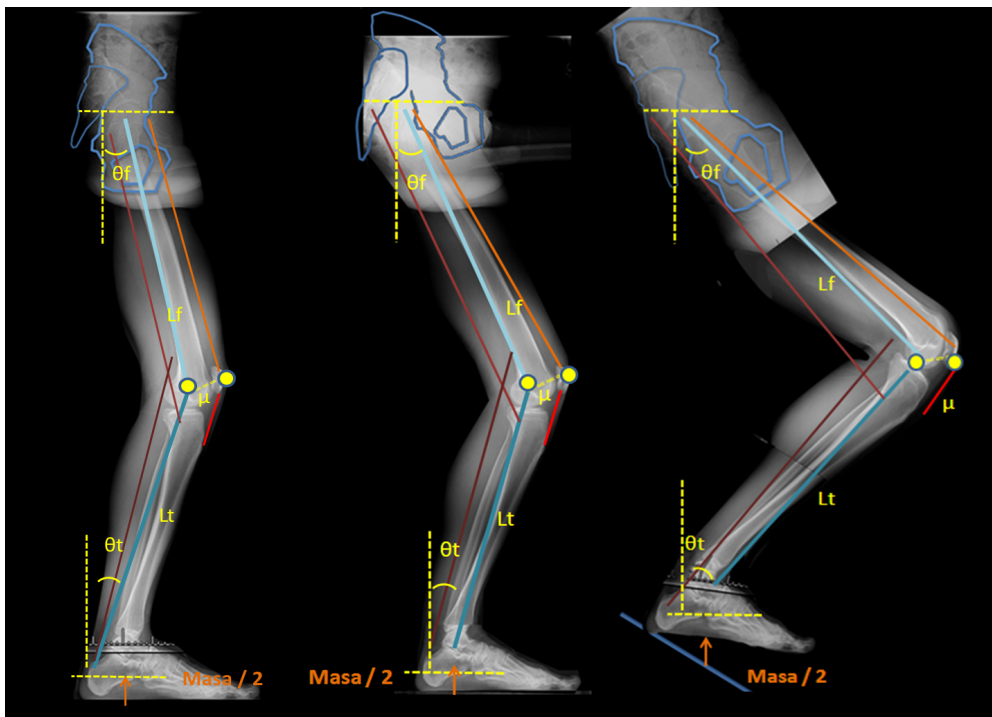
Tele-radiografías sagitales del voluntario para obtener las características antropométricas y posicionales para resolver el modelo de mecánica inversa en Matlab
